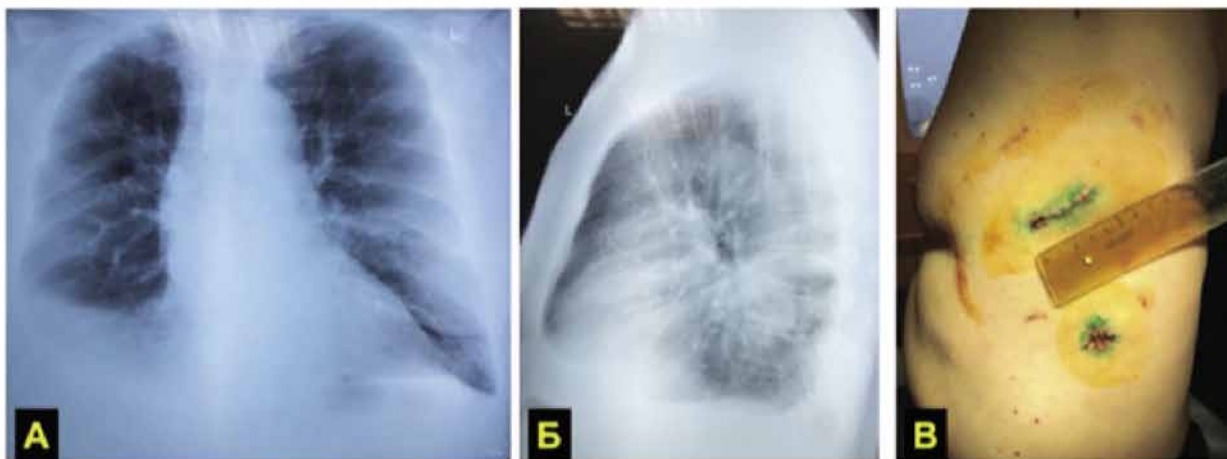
Контрольные рентгенограммы (А, Б) и послеоперационные раны (В) через 6 дней после операции
